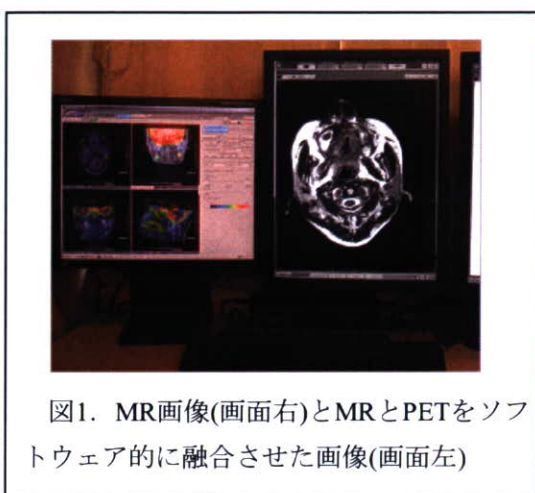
MR画像(画面右)とMRとPETをソフトウェア的に融合させた画像(画面左)
